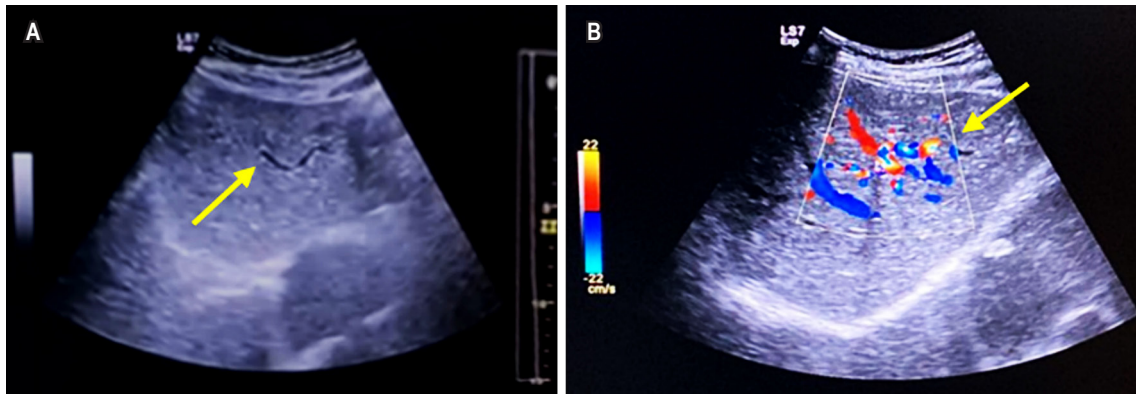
Ecografía Doppler portal. A. Se observa en escala de grises algunos vasos de aspecto serpentina. B. Vasos que se acentúan con el Doppler color. Imágenes propiedad de los autores.
